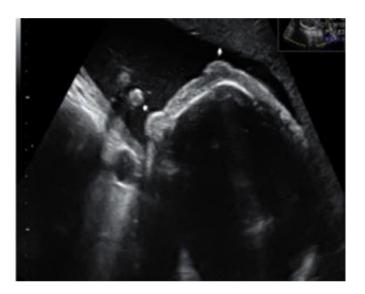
Ultrassonografia bidimensional – eversão das pálpebras do feto $^{9}.$
